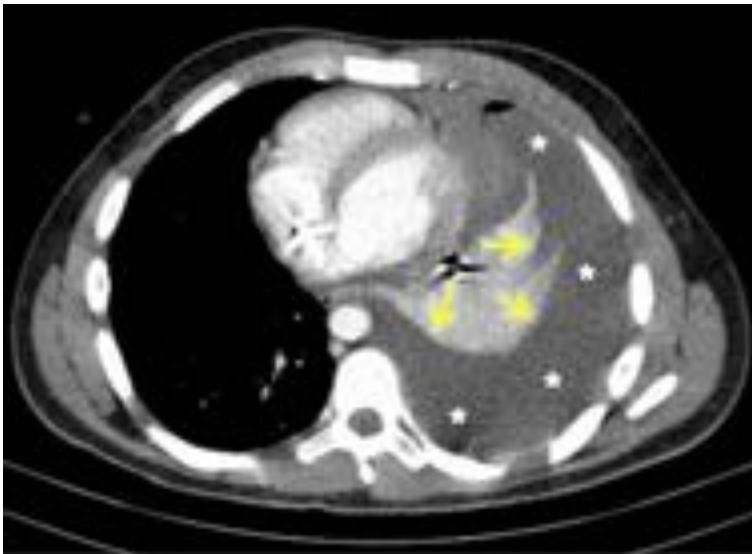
TC torácico 14-3-2014. Talcaje hace 3 días. Derrame pleural izquierdo que ocupa aproximadamente lóbulo inferior ipsilateral (flechas amarillas).
